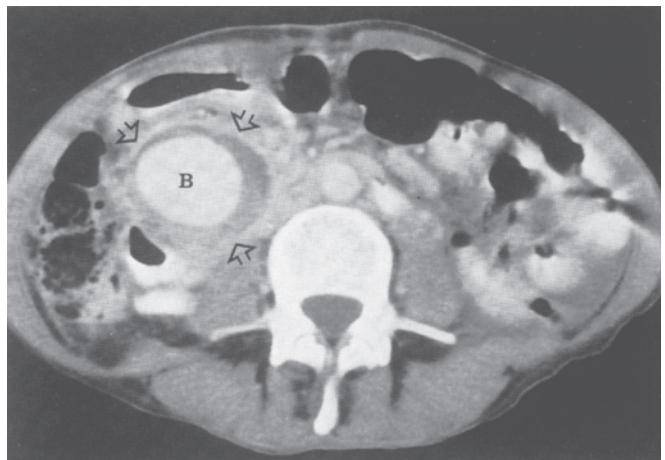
Seudoaneurisma de la arteria gastroduodenal. Un pseudoquiste puede erosionar en dirección de una arteria adyacente, lo que da por resultado una hemorragia contenida que se conoce como un *seudoaneurisma*. La CT con medio de contraste revela una hemorragia activa (B) hacia un pseudoquiste (flechas) como efecto de este proceso. (Reproducida con autorización de Balthazar EJ: *CT diagnosis and staging of acute pancreatitis*. Radiol Clin North Am. 1989;27:19. Copyright Elsevier.)
